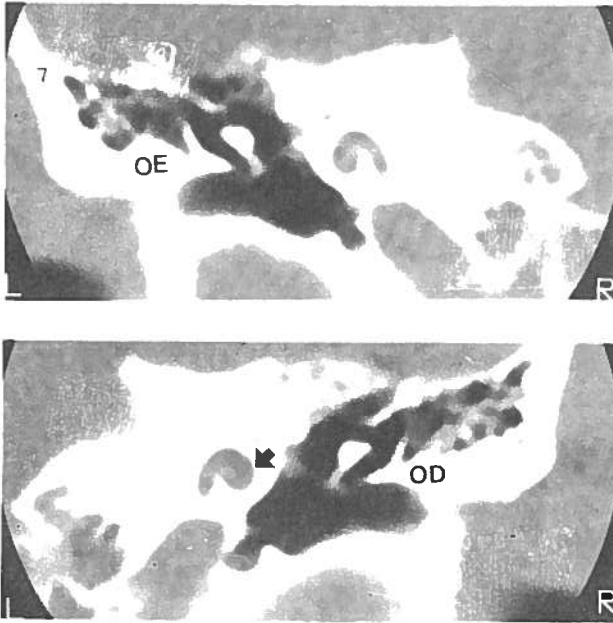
Mesmo caso da Fig. 6. TC no plano coronal interceptando as columelas. OD – a seta indica a anomalia constituída por dilatação apenas da 2.^a espira columelar, sendo normais o modíolo e a lâmina espiral óssea. Em OE a cóclea tem morfologia normal.
